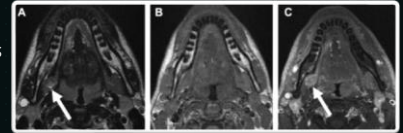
Sublingual and submandibular gland tumors (arrows) are shown in the T2-weighted MR images. The mass is isointense to muscle in T2-weighted images and difficult to identify (A). However, the mass easily is seen with contrast enhancement and on the early, peripheral part of the enhancement (contrast-enhanced T1-weighted MR). These findings are suggestive of the tumor. The small salivary glands are the most common sites of the small salivary gland tumors and other minor salivary glands.
